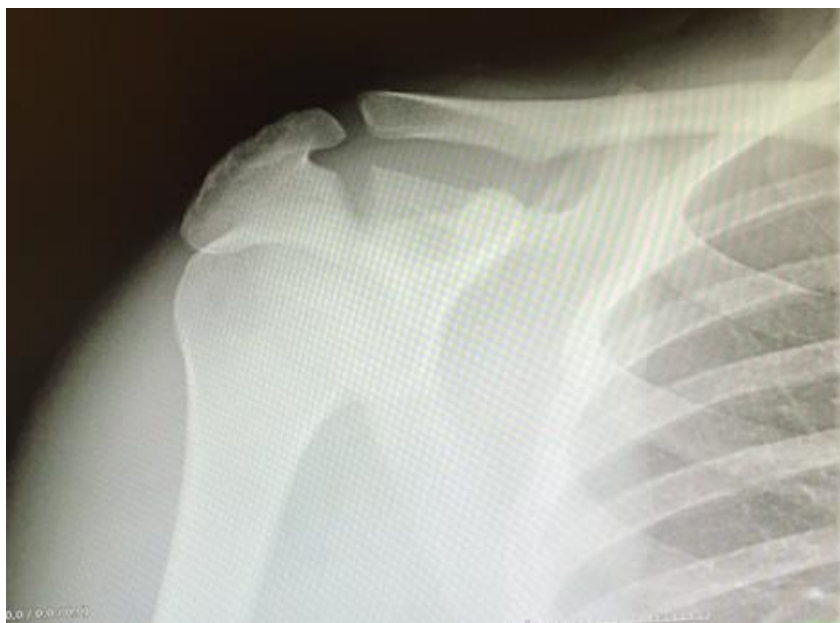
Radiografía de Hombro realizada en Urgencias
